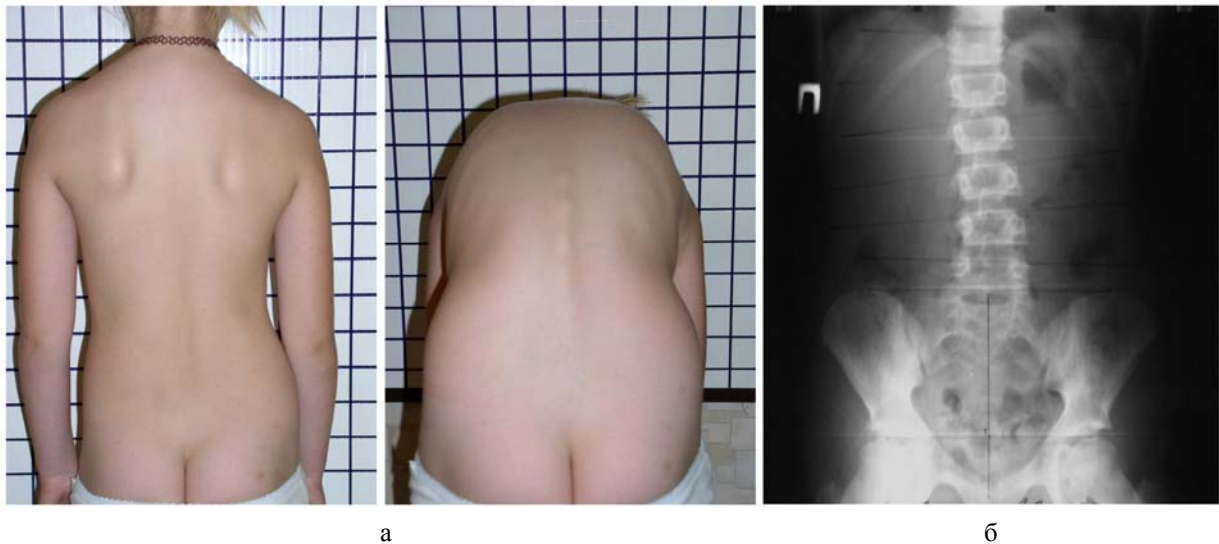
Приклад візуальних даних пацієнтки П., 1995 р.н., використаних для скринінгу й діагностики порушень постави: а – цифрові фотографії пацієнта в першій і другій позиції, б – стандартна рентгенограма (пряма, передньо-задня проекція)
